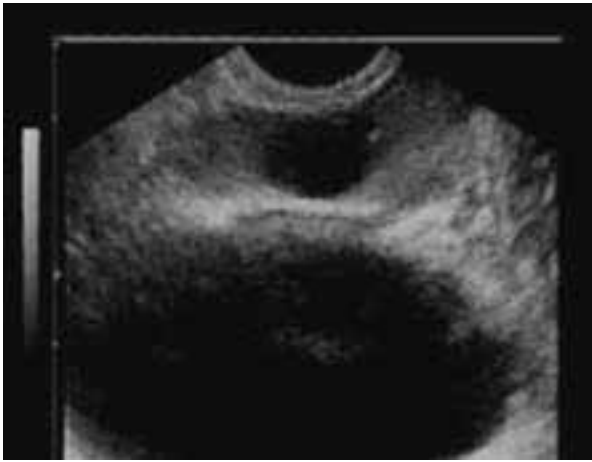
Ecografía transrectal, constatándose quiste de línea media prostática.
